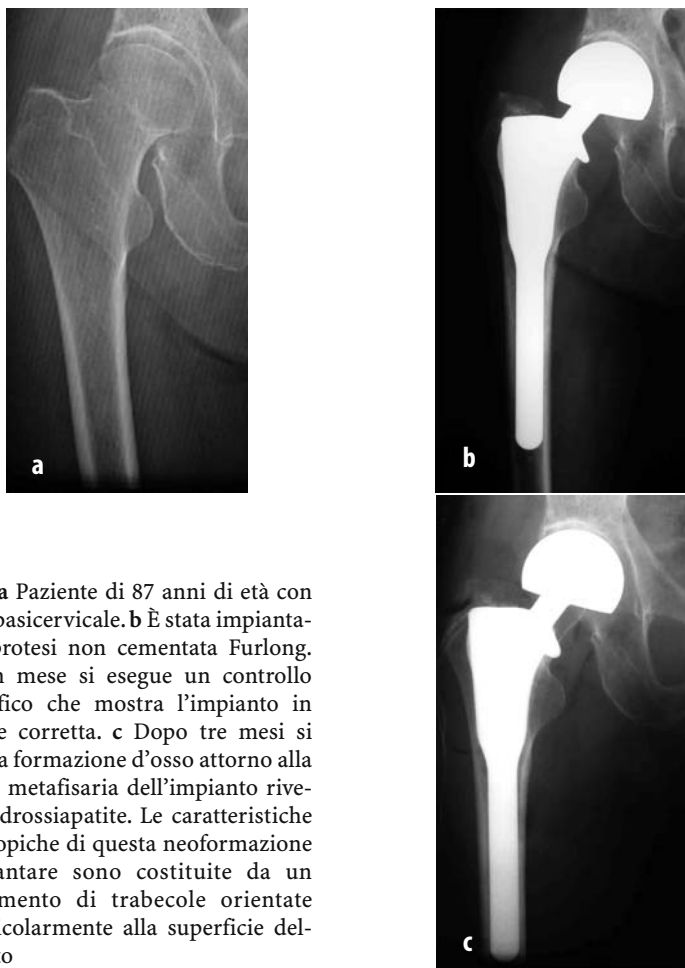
a-c. a Paziente di 87 anni di età con frattura basicervicale. b È stata impiantata una protesi non cementata Furlong. Dopo un mese si esegue un controllo radiografico che mostra l'impianto in posizione corretta. c Dopo tre mesi si osserva la formazione d'osso attorno alla porzione metafisaria dell'impianto rivestito di idrossiapatite. Le caratteristiche macroscopiche di questa neoformazione perimplantare sono costituite da un addensamento di trabecole orientate perpendicolarmente alla superficie dell'impianto
